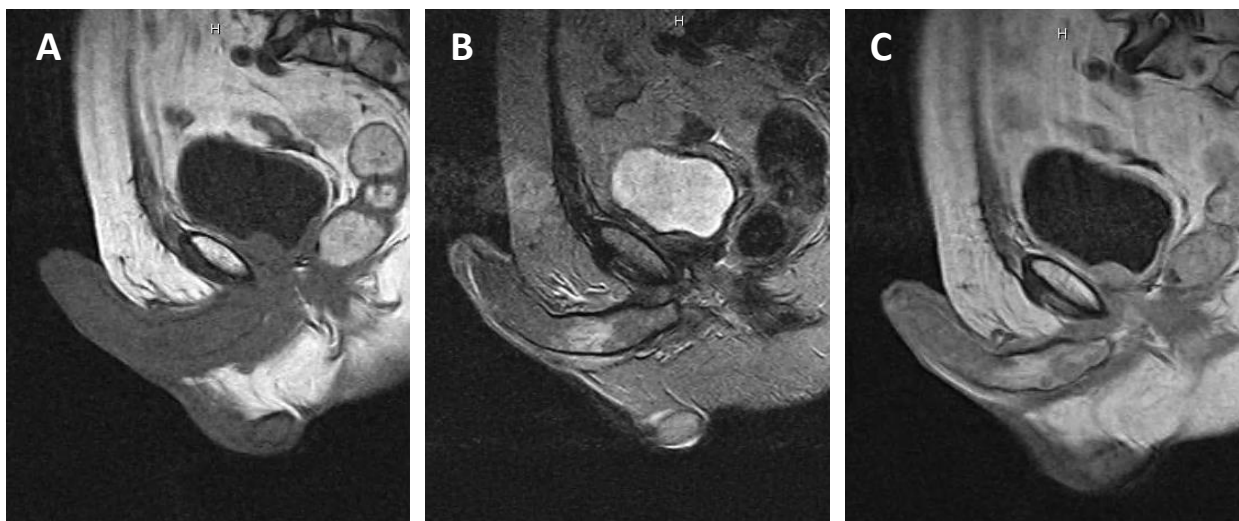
Exemple d'IRM de verge dans le cadre d'une tumeur de l'urètre
